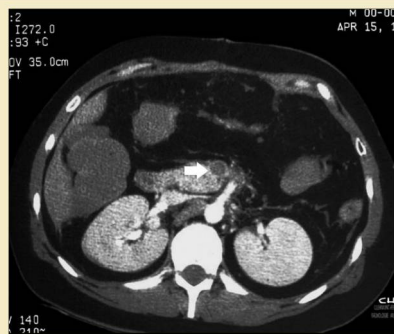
Hallazgos en TC en una mujer de 45 años con dolor abdominal intenso y persistente con empeoramiento progresivo. Trombosis aguda de la vena mesentérica superior (flecha).
